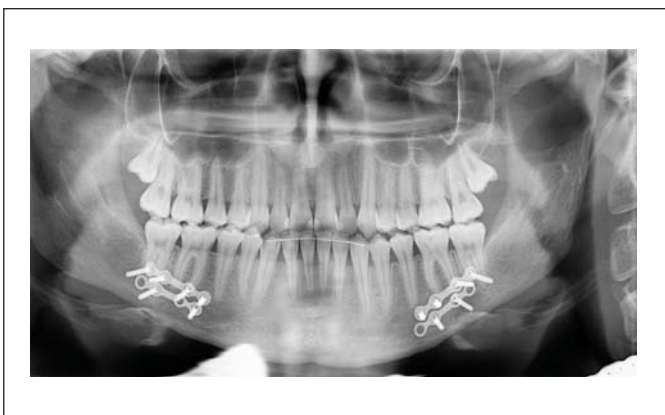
Ортопантомограмма пациентки Т., 18 лет, с мезиальной окклюзией гнатической формы после операции на нижней челюсти.
